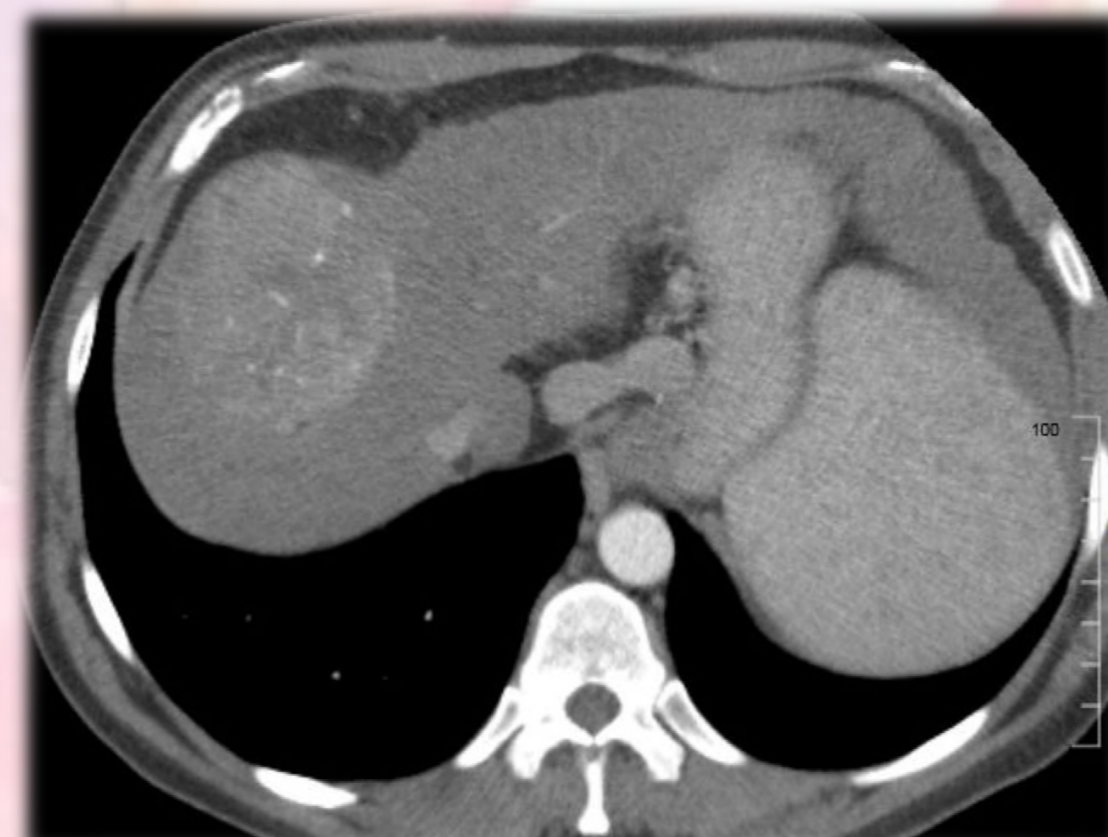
TC dinámico hepático en fase arterial, corte axial; se visualiza CHC con captación de contraste (washin).
